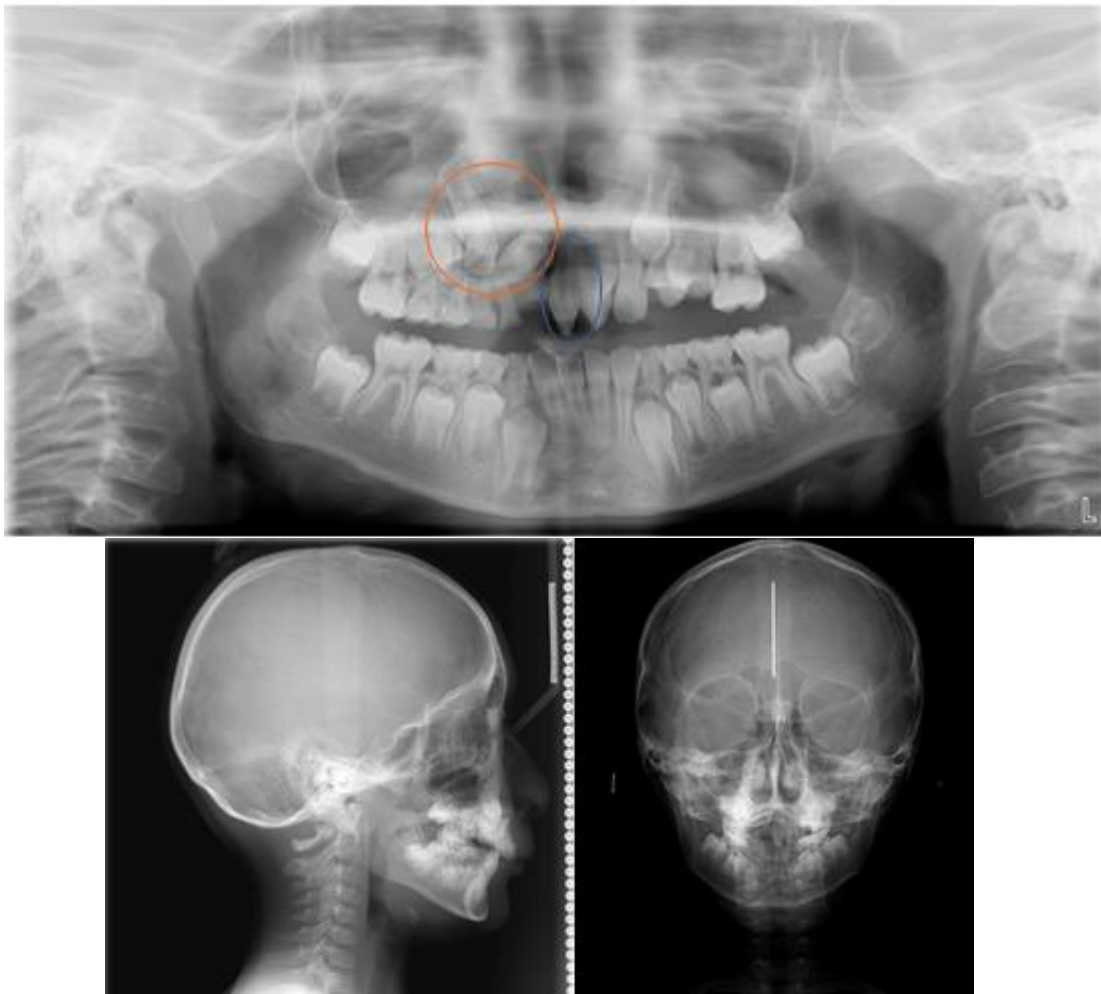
Ortopantomografía, lateral de cráneo, postero anterior iniciales.
